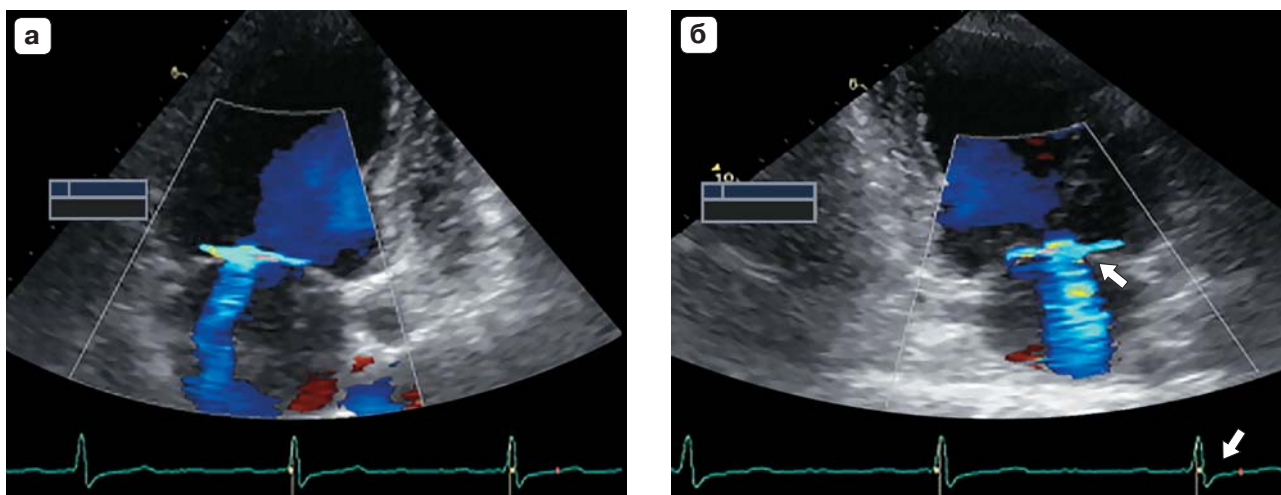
Трансторакальная эхокардиография в 2- и 4-камерной проекциях измерения ширины ГАРЦД. а – измерение ширины ГАРЦД в 4-камерной проекции; б – измерение ширины ГАРЦД в 2-камерной проекции.
